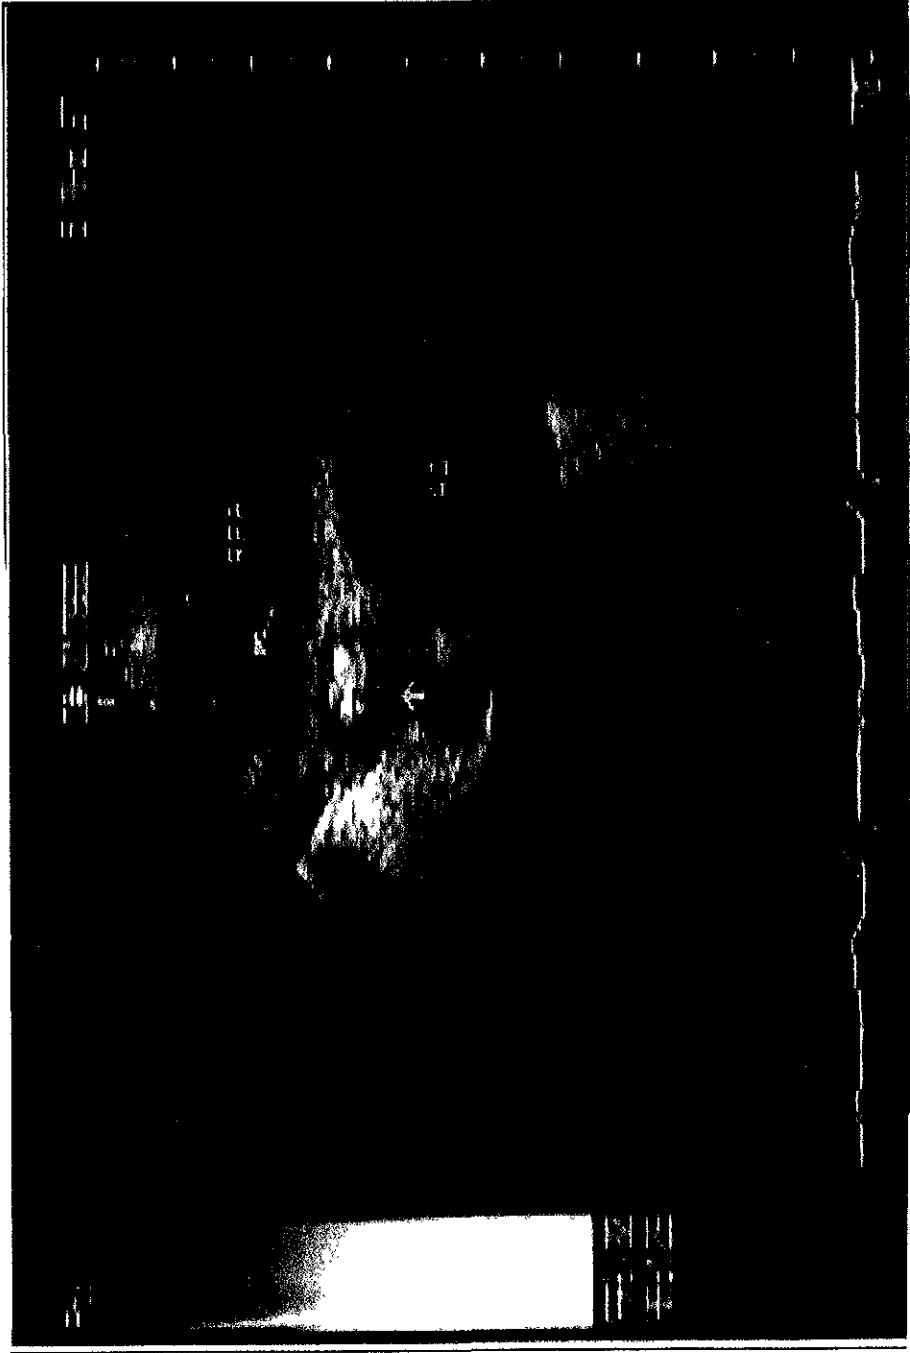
Ecocardiograma transesofágico alto. Se detectó trombo en la rama derecha de la arteria pulmonar (flecha) y en la vena cava superior(flecha). RPA:Rama derecha de la arteria pulmonar. Ao.:Aorta.
